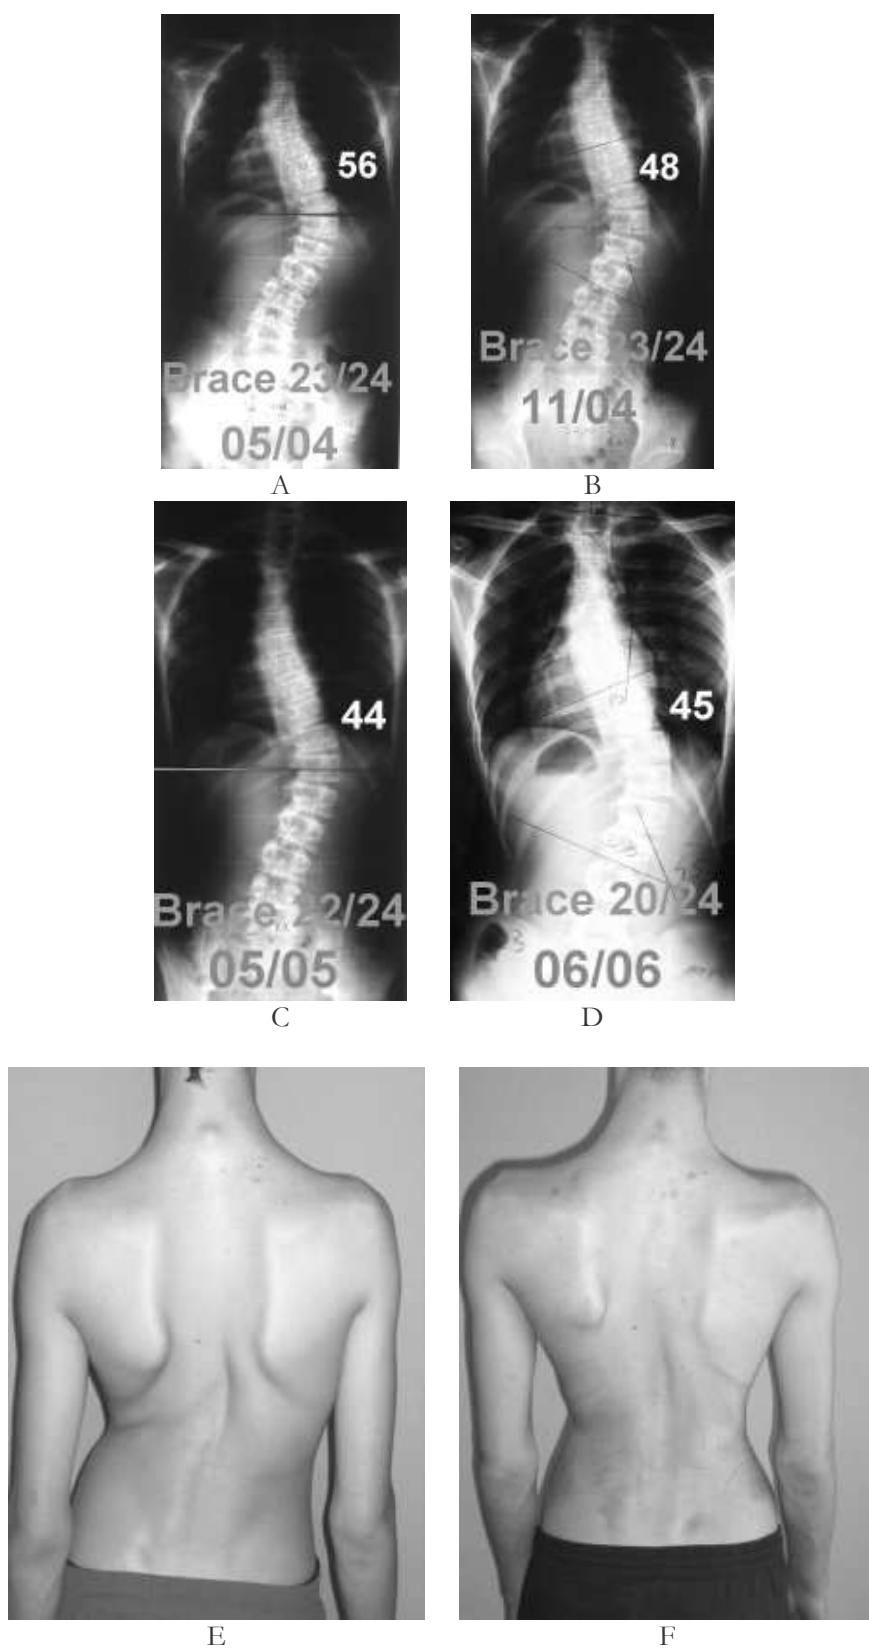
Questa è la storia del caso di Simone. In ciascuna radiografia sono segnati il mese, l'anno ed i gradi di Cobb. Il tempo di indossamento del corsetto è 23/34, ovvero 23 ore al giorno
